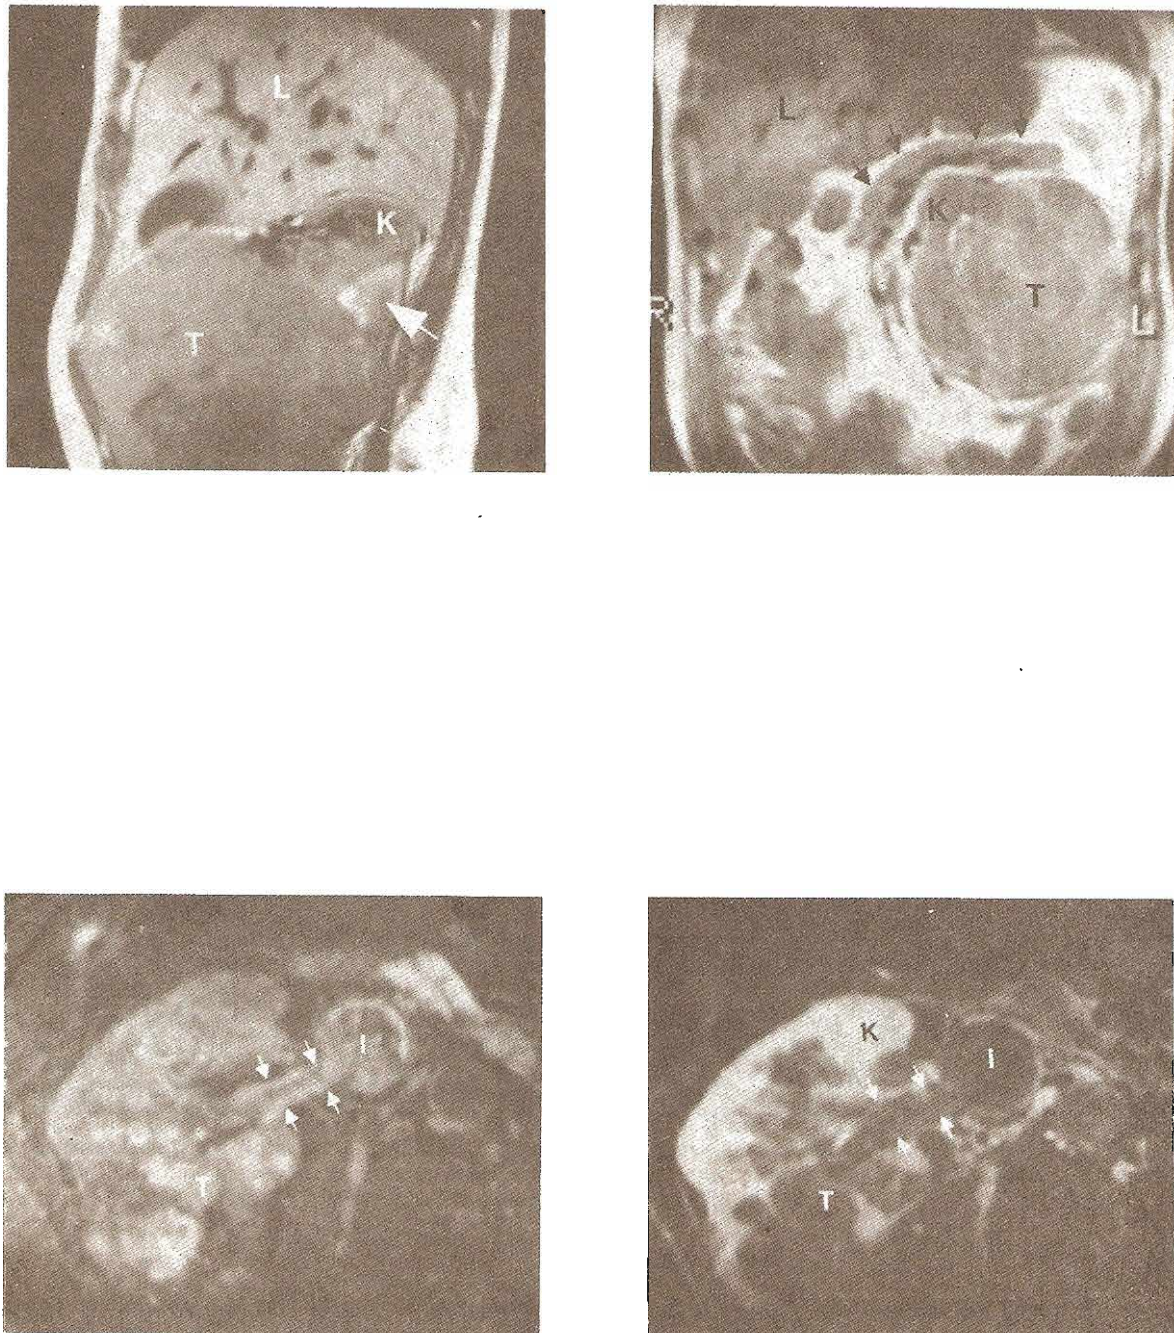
Aspecto de IRM del carcinoma de células renales. Las ventajas de IRM son imágenes en múltiples planos y el uso de medio de contraste para caracterizar mejor el tumor. Arriba izquierda: Imagen sagital T1 mostrando un gran carcinoma de células renales (T) con origen en el polo inferior del riñón derecho (K). El tumor se extiende en el espacio perirrenal posterior (flecha). Hígado (L). Arriba derecha: Imagen coronal de un carcinoma de células renales (T) sustituyendo casi todo el parénquima del riñón izquierdo (K). Desplazamiento hacia arriba del páncreas (flechas). Abajo izquierda y derecha: Porción grasa del riñón derecho que muestra incremento heterogéneo luego de inyección de gadolinio. El tumor se extiende dentro de la vena renal (flechas) y de la vena cava inferior (i).
